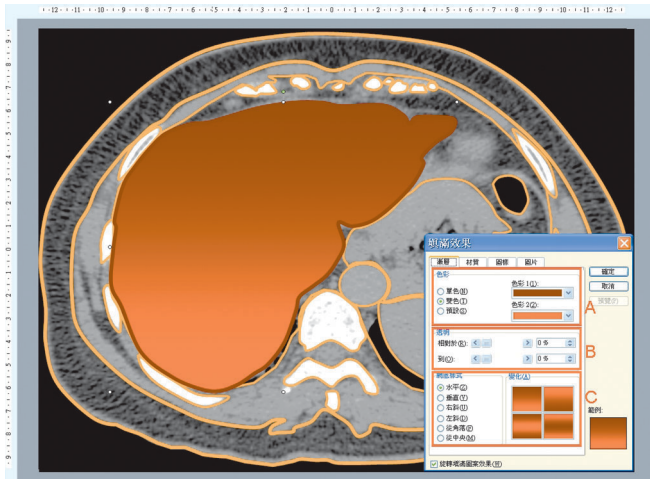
Applying colors and textures of vector objects on CT template image. (Microsoft product screen shot reprinted with permission from Microsoft Corporation.)
